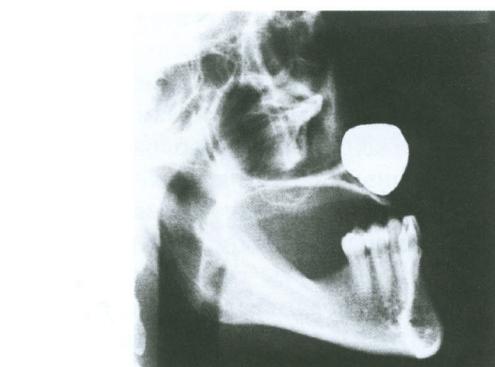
Носогубная киста, заполненная рентгено-контрастным веществом.
